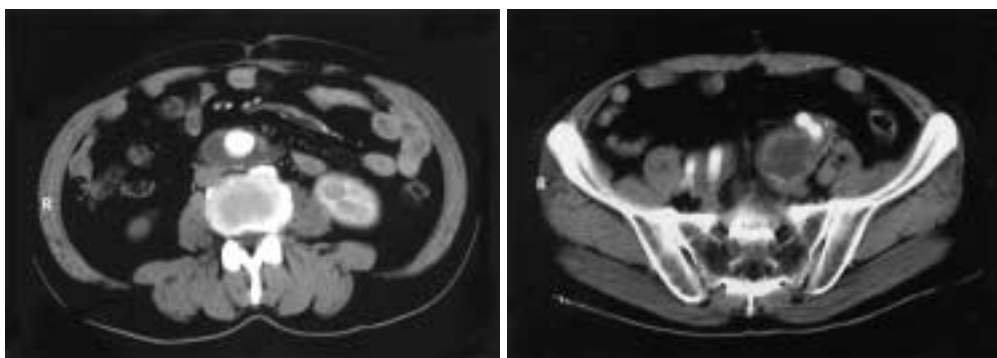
Postoperative computed tomogram showing the prosthetic graft was patent.
